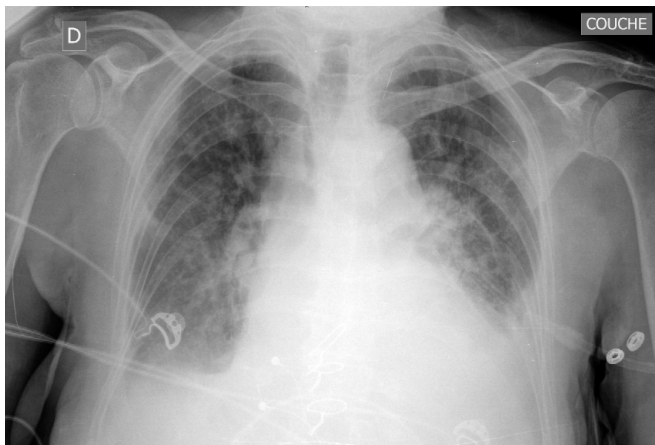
Radiographie du thorax de face en position couchée.
